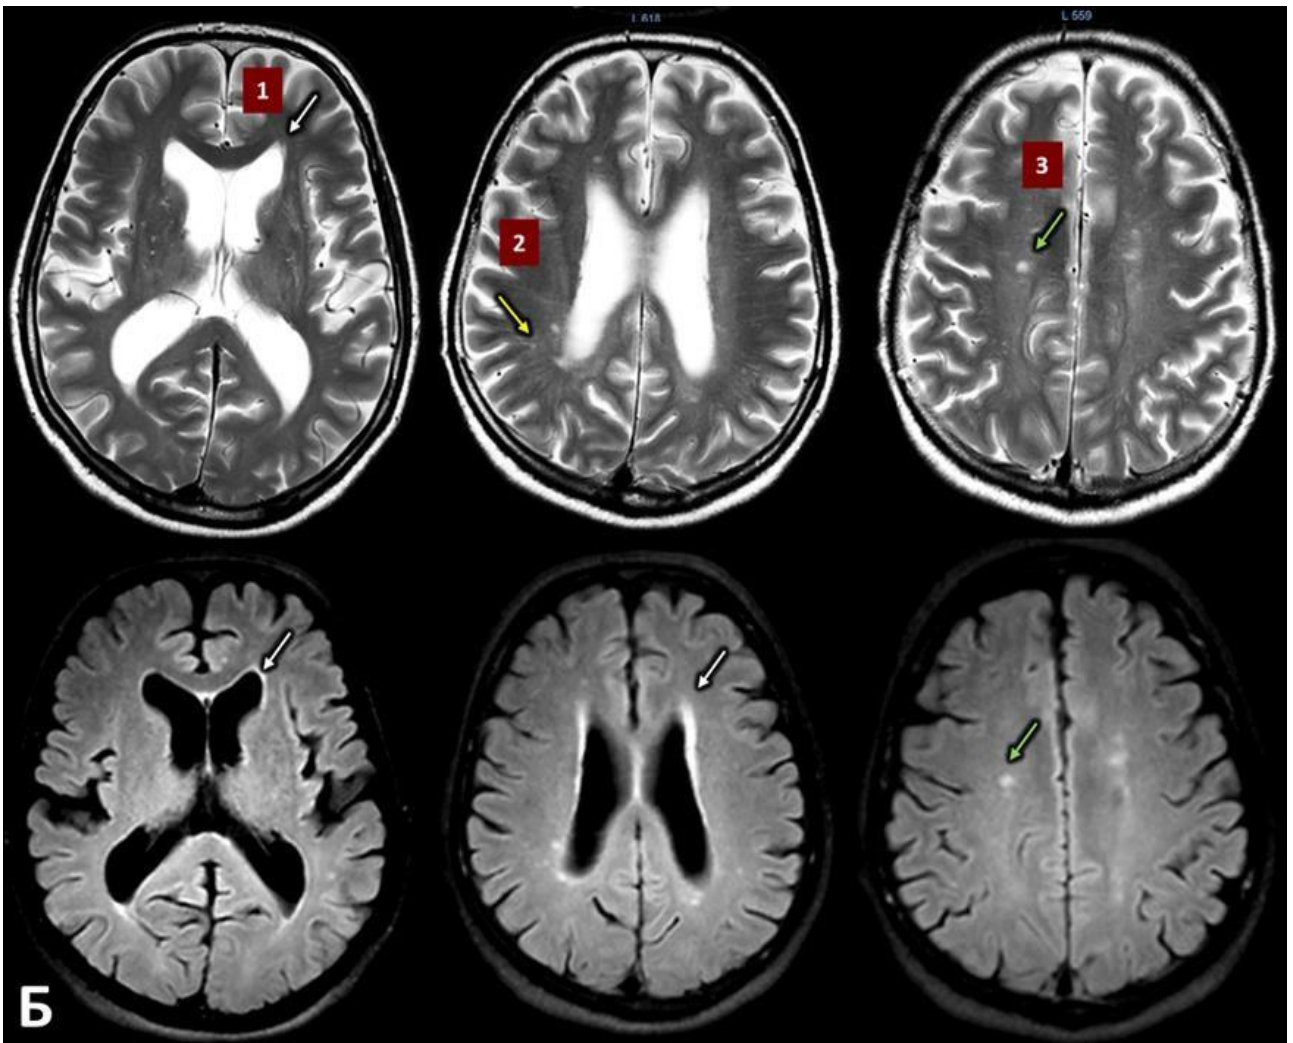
Б — МРТ: T₂WI, FLAIR Sense : пацієнтки П., 70 р. (тривалість захворювання на АГ – 8 р.).
